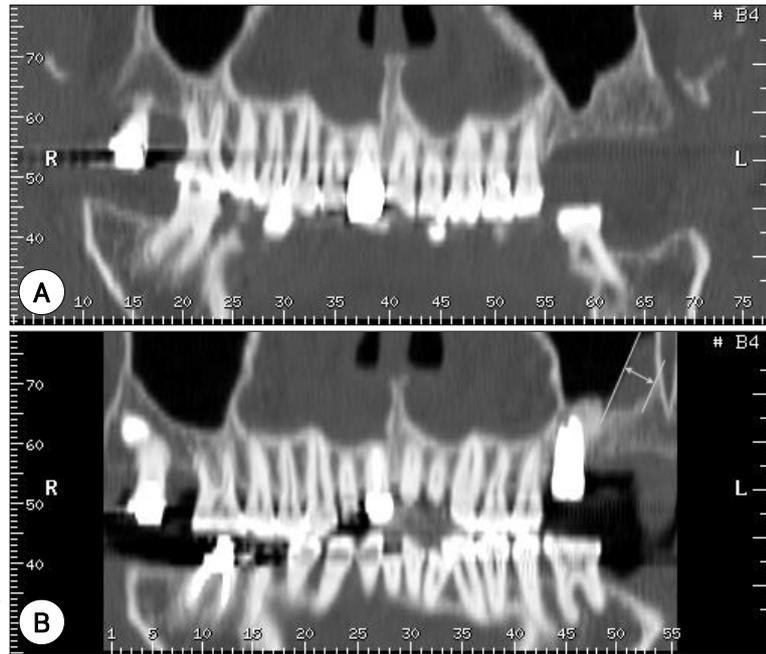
Coronal panoramic reformatted images of dentascan CT. We measured the mucosa thickness at a most thick point above the dental implant before the dental implant (A) and after this procedure (B).
